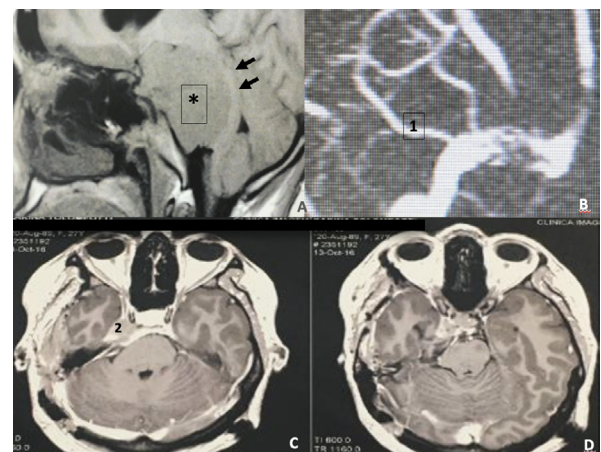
Ressonância magnética sagital em FLAIR evidenciando: A) volumoso tumor extra-axial em região do clivus superior e médio (*) deslocando o tronco cerebral posteriormente (setas pretas); B) angiogramia venosa cerebral evidenciando inserção posterior da veia anastomótica superior (1), permitindo a abordagem petrosa posterior; C e D) ressonância magnética axial em T1 com gadolínio evidenciando remoção total do tumor clival e remanescente pequeno de tumor no interior do seio cavernoso a direita (2)
